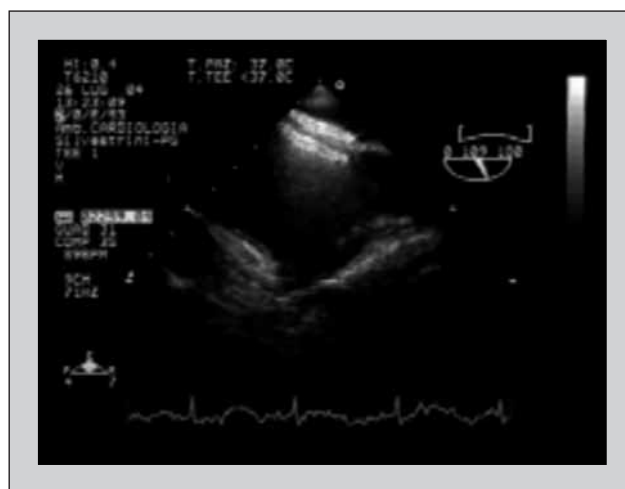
Esame ecocardiografico transesofageo: visualizzazione di Amplatzer a livello del setto interatriale. Si notino i due emidischi perfettamente allineati al setto interatriale.
